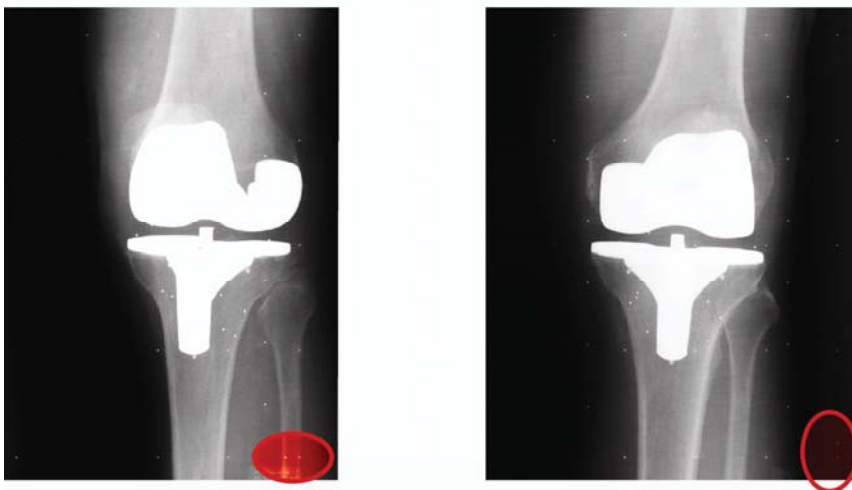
Nachdem Einlesen des RSA-Röntgenbildpaares in die Auswertungssoftware ist zu prüfen, ob die beiden Röntgenbilder in der richtigen Reihenfolge eingelesen wurden. Am Kalibriergitter ist dies durch den zusätzlich in jede Kalibrierboxhälfte eingearbeiteten zusätzlichen Fiducial-Marker eindeutig prüfbar. Ist dieser in horizontaler Richtung in der rechten unteren Röntgenbildecke eingearbeitet, handelt es sich um die linke Bildhälfte des RSA-Röntgenbildpaares. Ist dieser vertikaler in der rechten unteren Ecke angeordnet, ist es die rechte Bildhälfte des RSA-Röntgenbildpaares.
